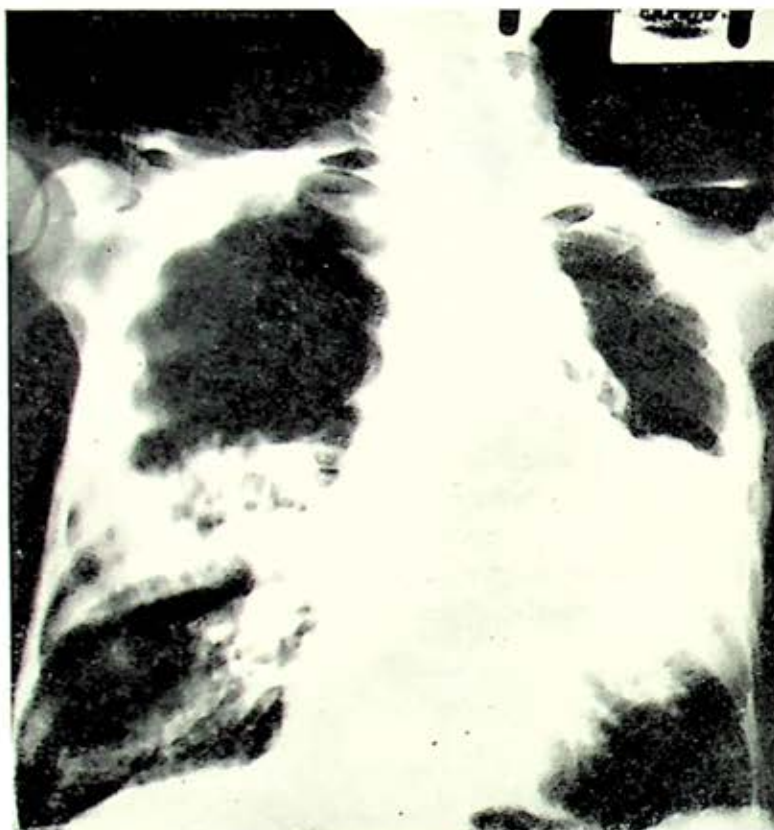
Telerradiografía pósterio-anterior de tórax en la que se observa retracción del hemitórax izquierdo con destrucción del lóbulo superior izquierdo y lesiones nodulares en el lado derecho. Se demostró trombosis del tronco principal de la arteria pulmonar izquierda. (AH - 117).
